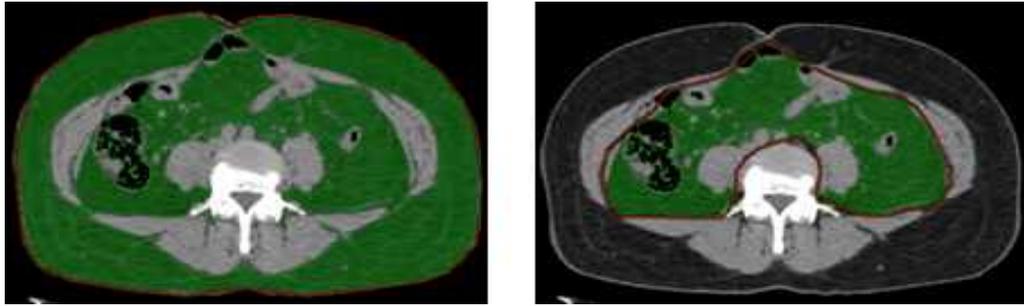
Abdominal fat by CT scanner
